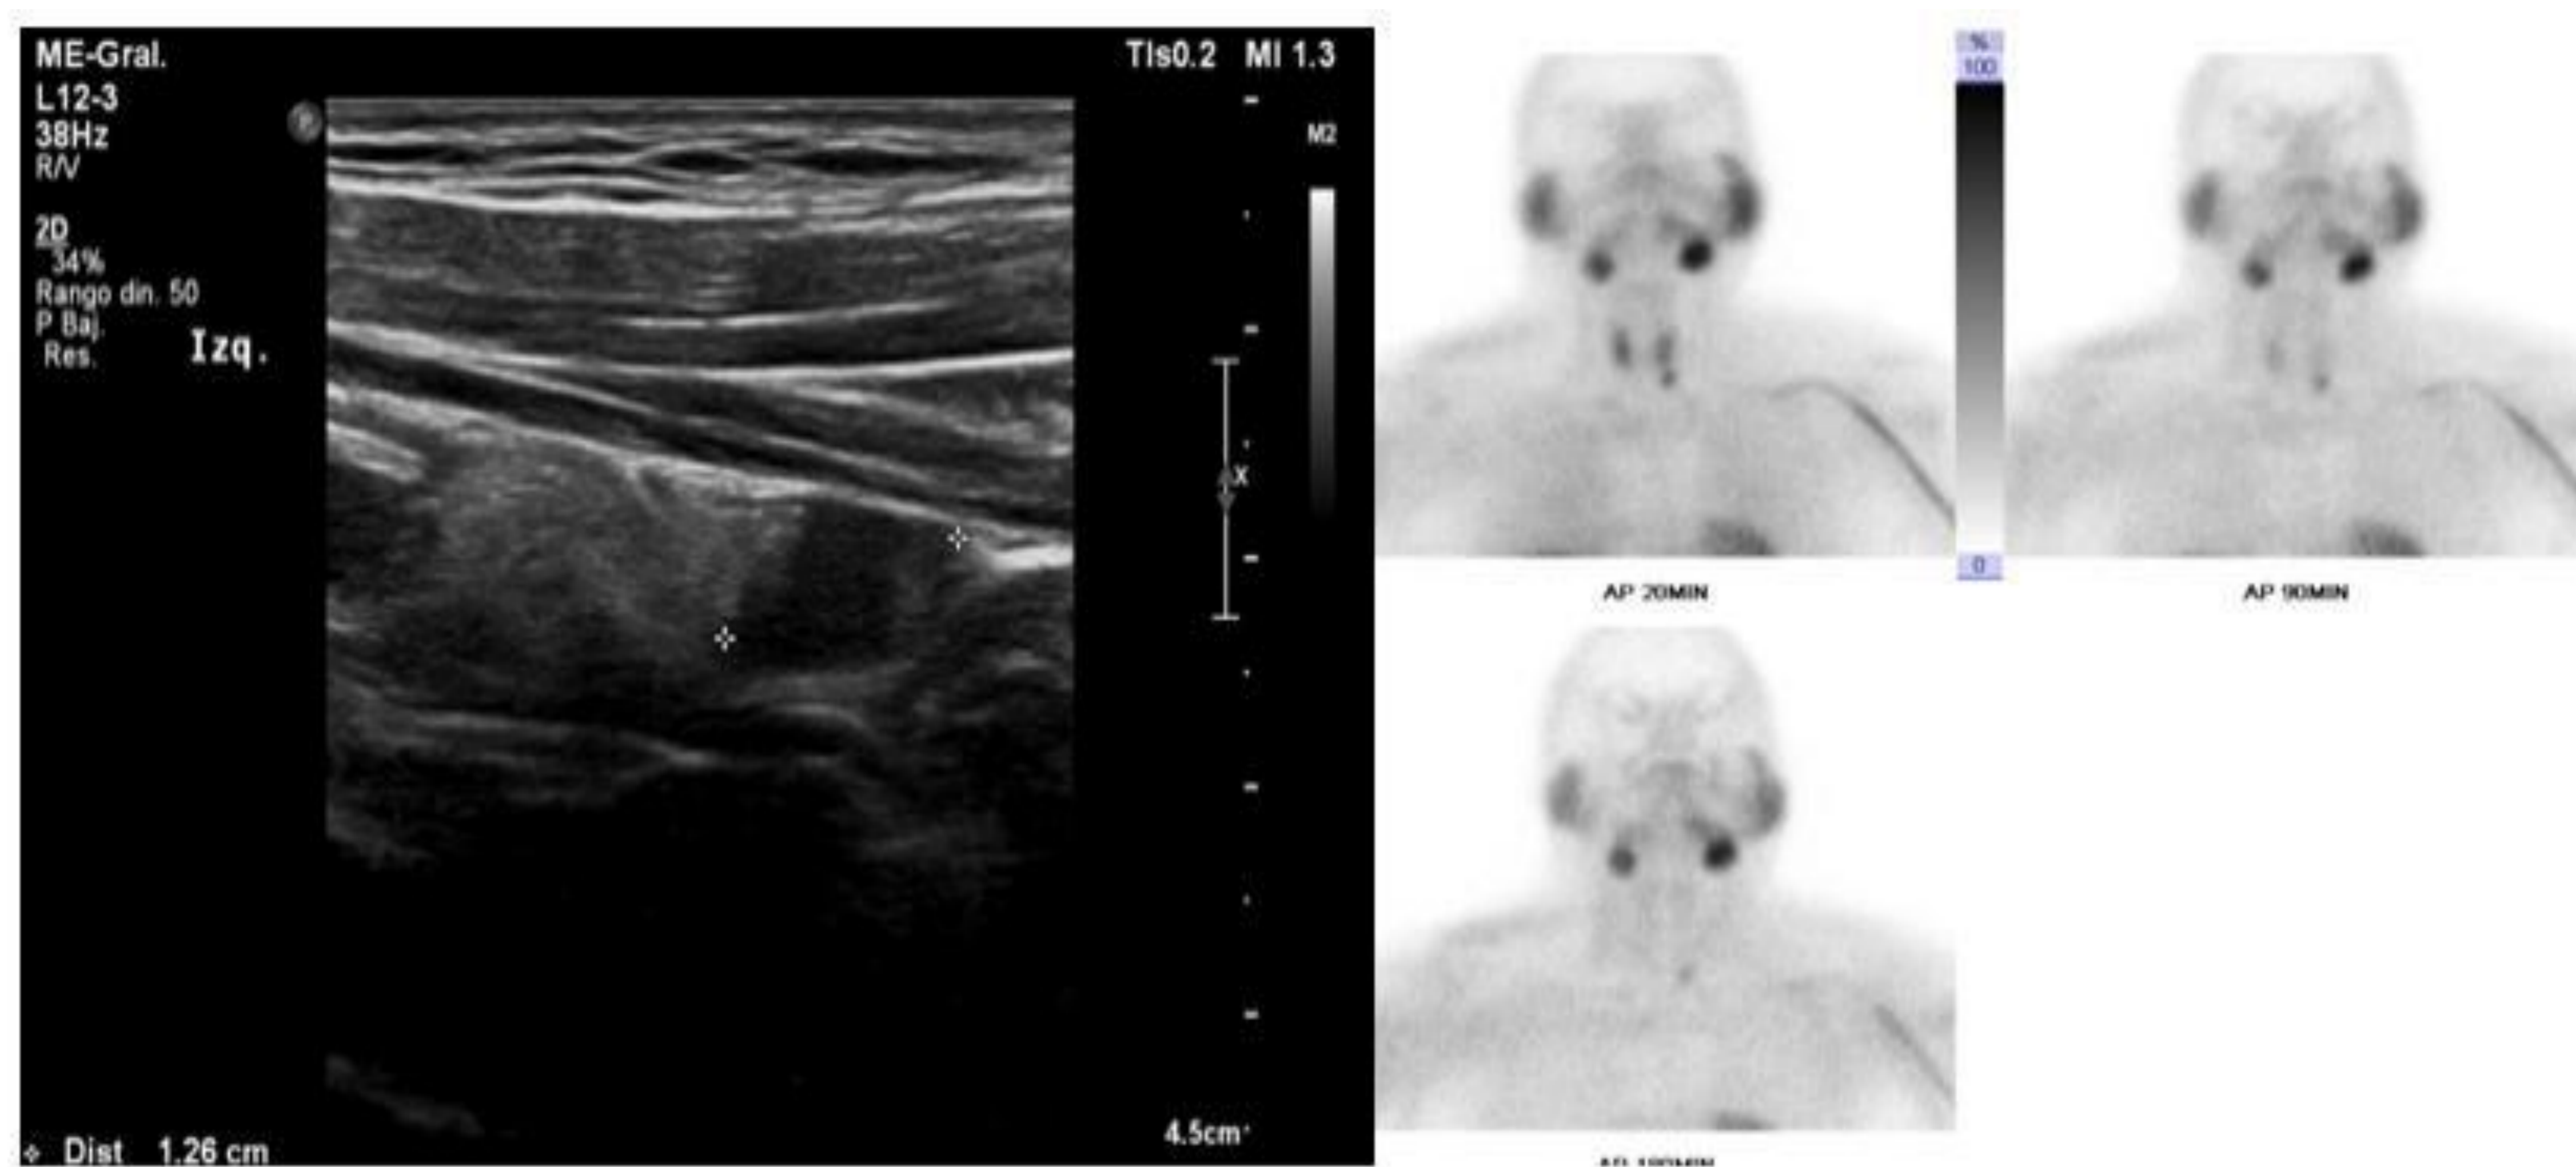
Ecografía y gammagrafía de paciente con adenoma paratiroideo izquierdo.
